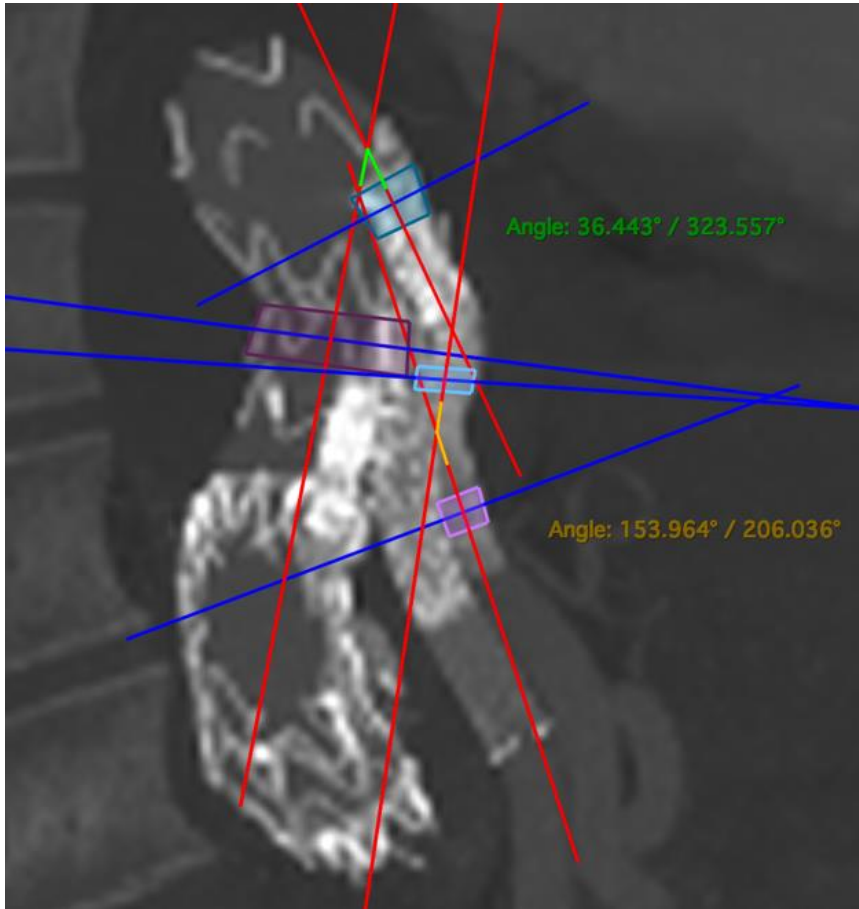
Misurazione degli angoli α e β su immagini 4D-CTA di b-EVAR
